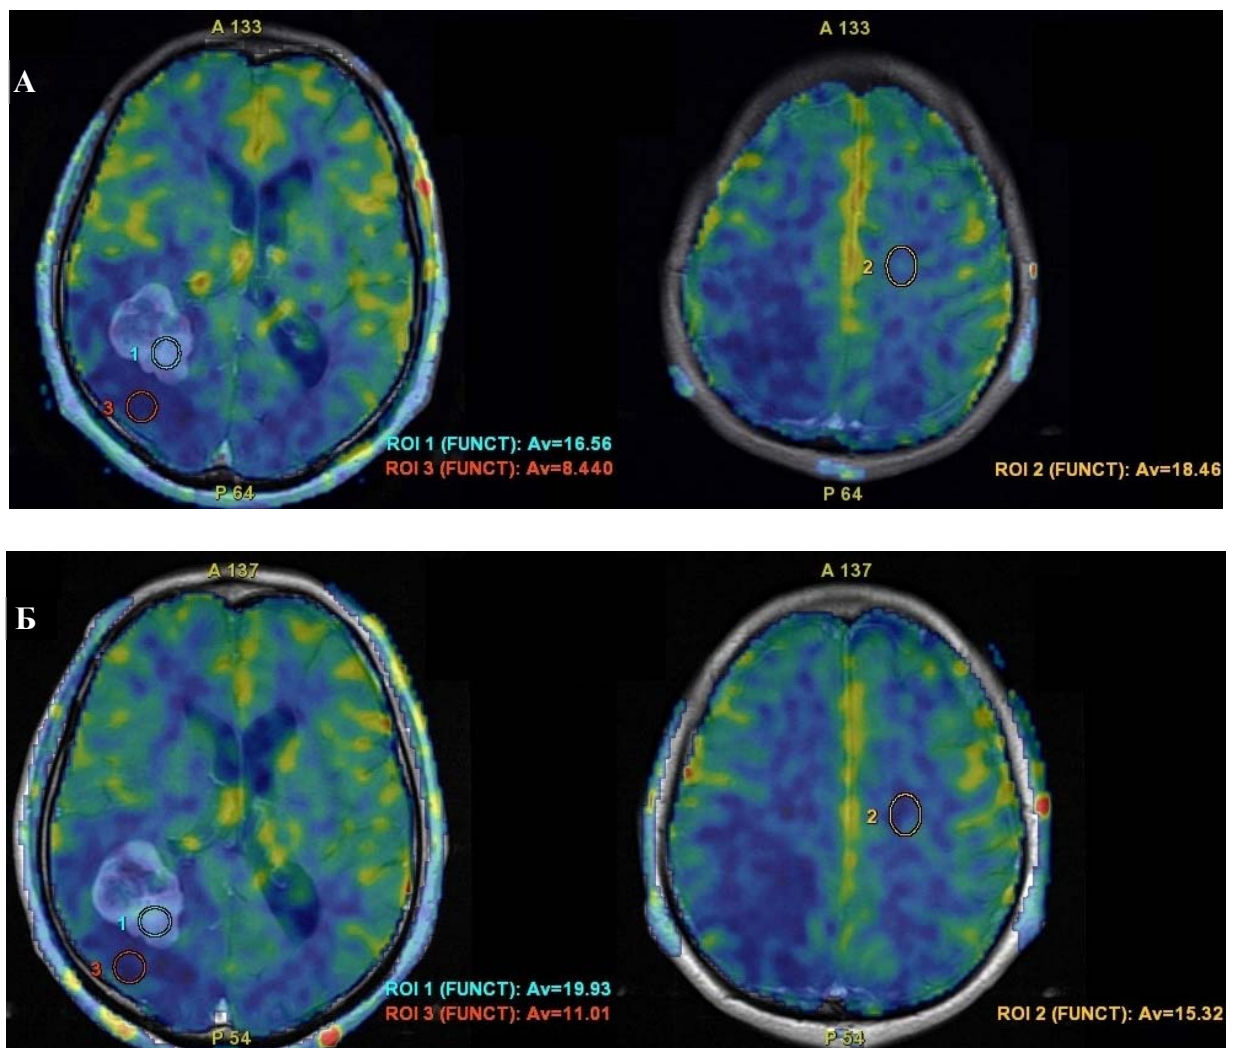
МР-перфузия пациента № 4. А и Б – МР-перфузия до и после проведения предоперационной стереотаксической радиохирургии: 1-СВФ метастаза, 2- СВФ нормального мозгового вещества, 3- СВФ перифокальной зоны
